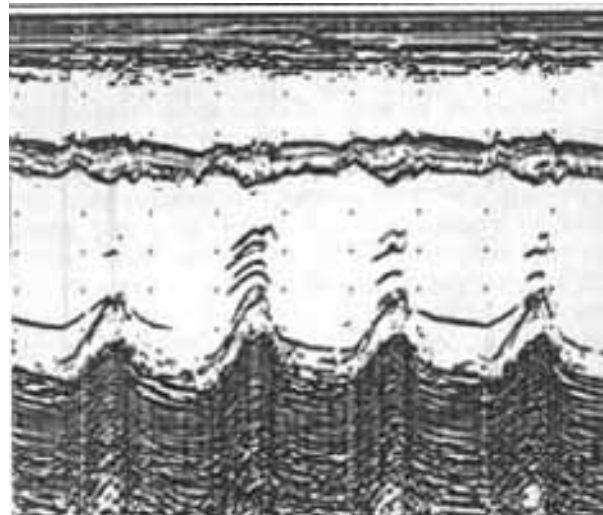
Ecocardiograma modo M. Notar o septo interventricular hipocinético, comparado à hipercinesia da parede posterior do VE.
